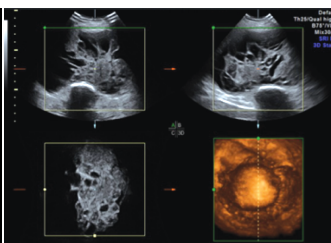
三维超声显示肿块呈蜂窝状囊性变,包绕股骨干,骨皮质尚光整,未见骨质破坏
